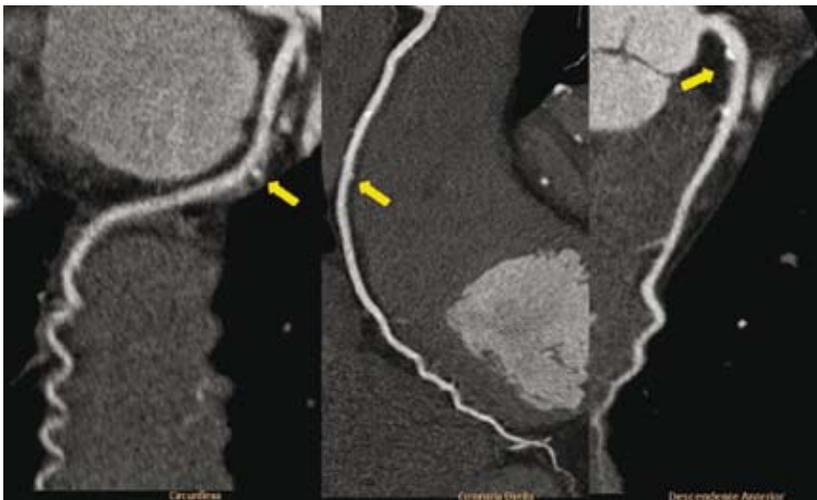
Angiotomografia coronária evidenciando discretas placas ateroscleróticas calcificadas não obstrutivas nas artérias descendente anterior, circunflexa e coronária direita (setas amarelas).
